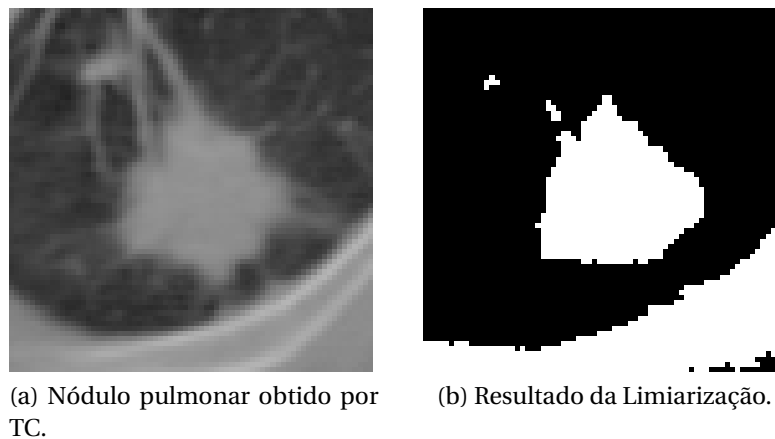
Exemplo da técnica de limiarização aplicada à imagem de um nódulo obtido por tomografia computadorizada (Fonte para o nódulo: LIDC).
